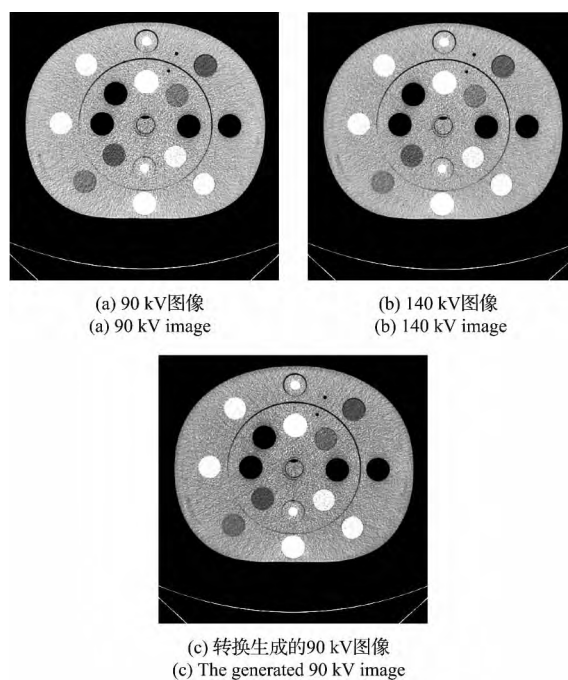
原始 CT 扫描图像和模拟产生 CT 图像
